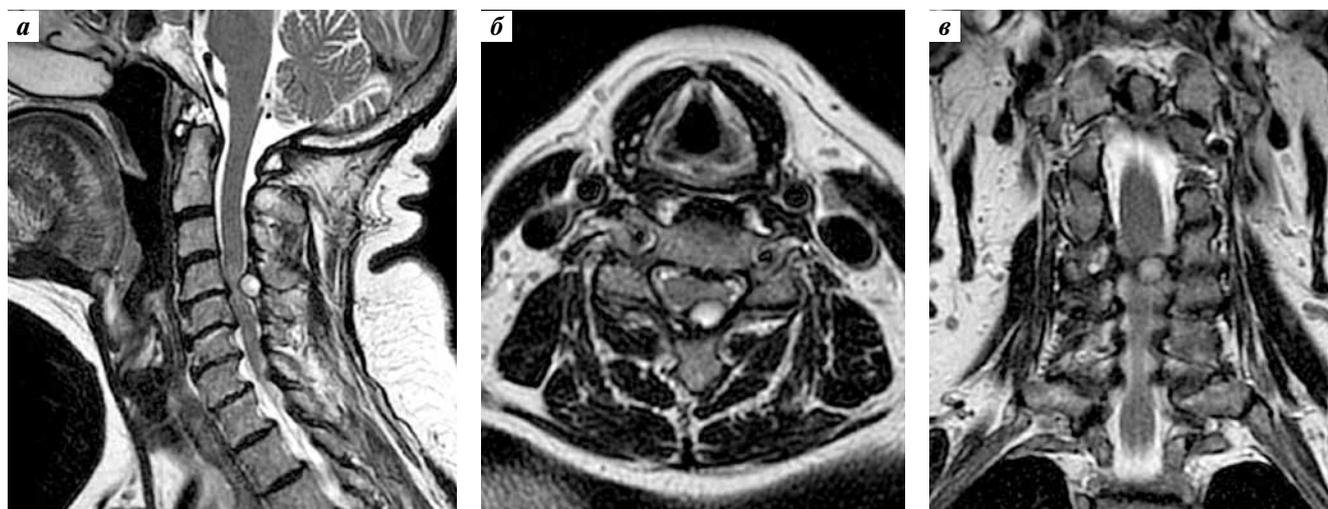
Магнитно-резонансные томограммы шейного отдела позвоночника пациентки Е., 74 лет: а — сагиттальный срез на уровне C_4 – C_5 ; визуализируется объемное кистозное образование, миелопатический очаг на данном уровне; б — аксиальный срез на уровне C_4 – C_5 ; визуализируется центральное объемное образование из задних структур позвонка с левосторонней латерализацией; в — фронтальный срез
